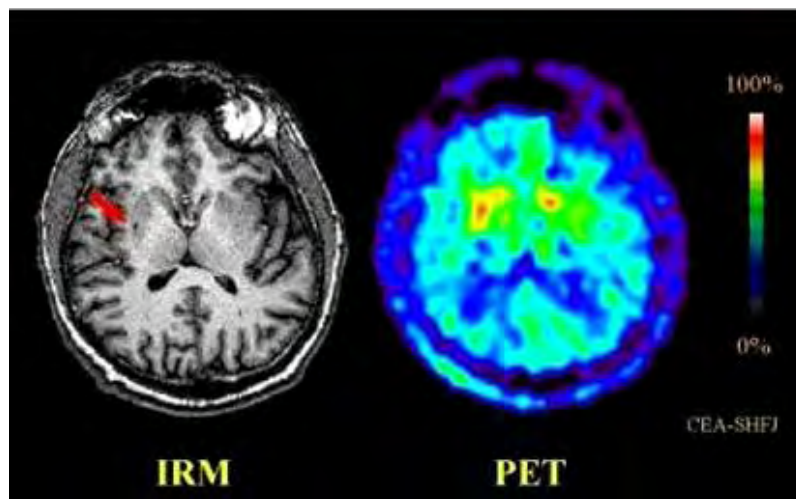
Tomografía por emisión de positrones.³⁷
